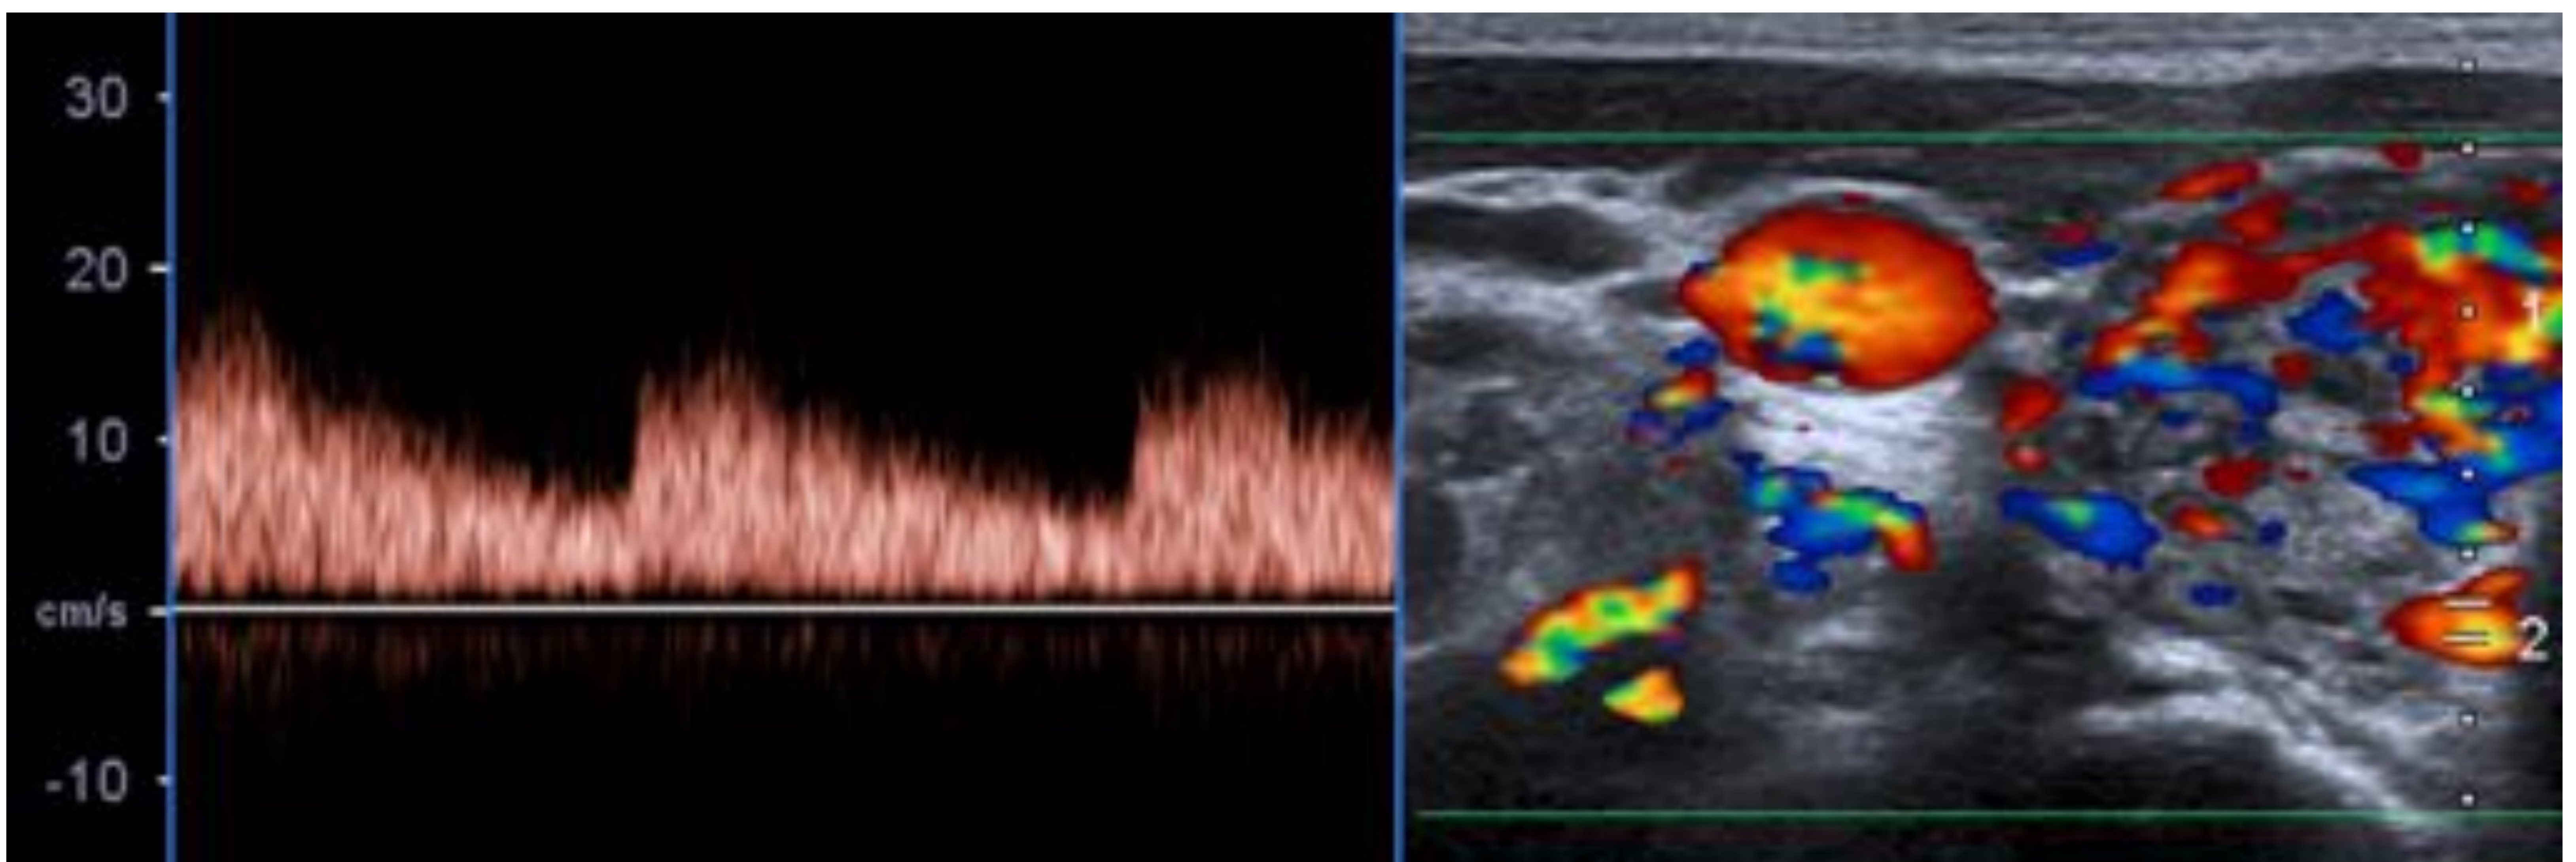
Tiroiditis de Hashimoto. En el estudio Doppler se observa una vascularización muy aumentada que nos recuerda al “infierno tiroideo” de la enfermedad de Graves-Basedow. Al analizar las velocidades picosistólicas observamos que se encuentran en rango inferior a 60 cm/s (en este caso en torno a los 20-30 cm/s), lo cual es un hallazgo más típico de la tiroiditis de Hashimoto.
